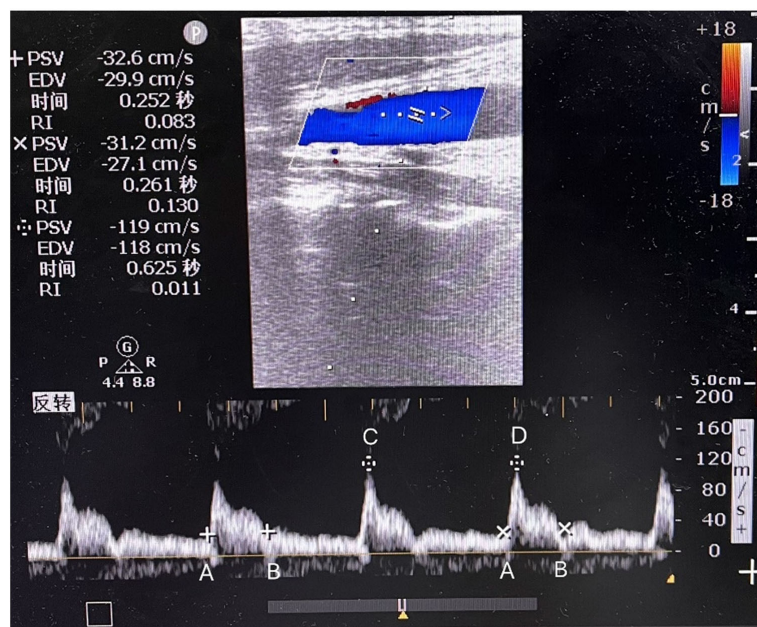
Common carotid artery Doppler waveform: Distance AB: Carotid flow time; Distance CD: Cardiac cycle time
